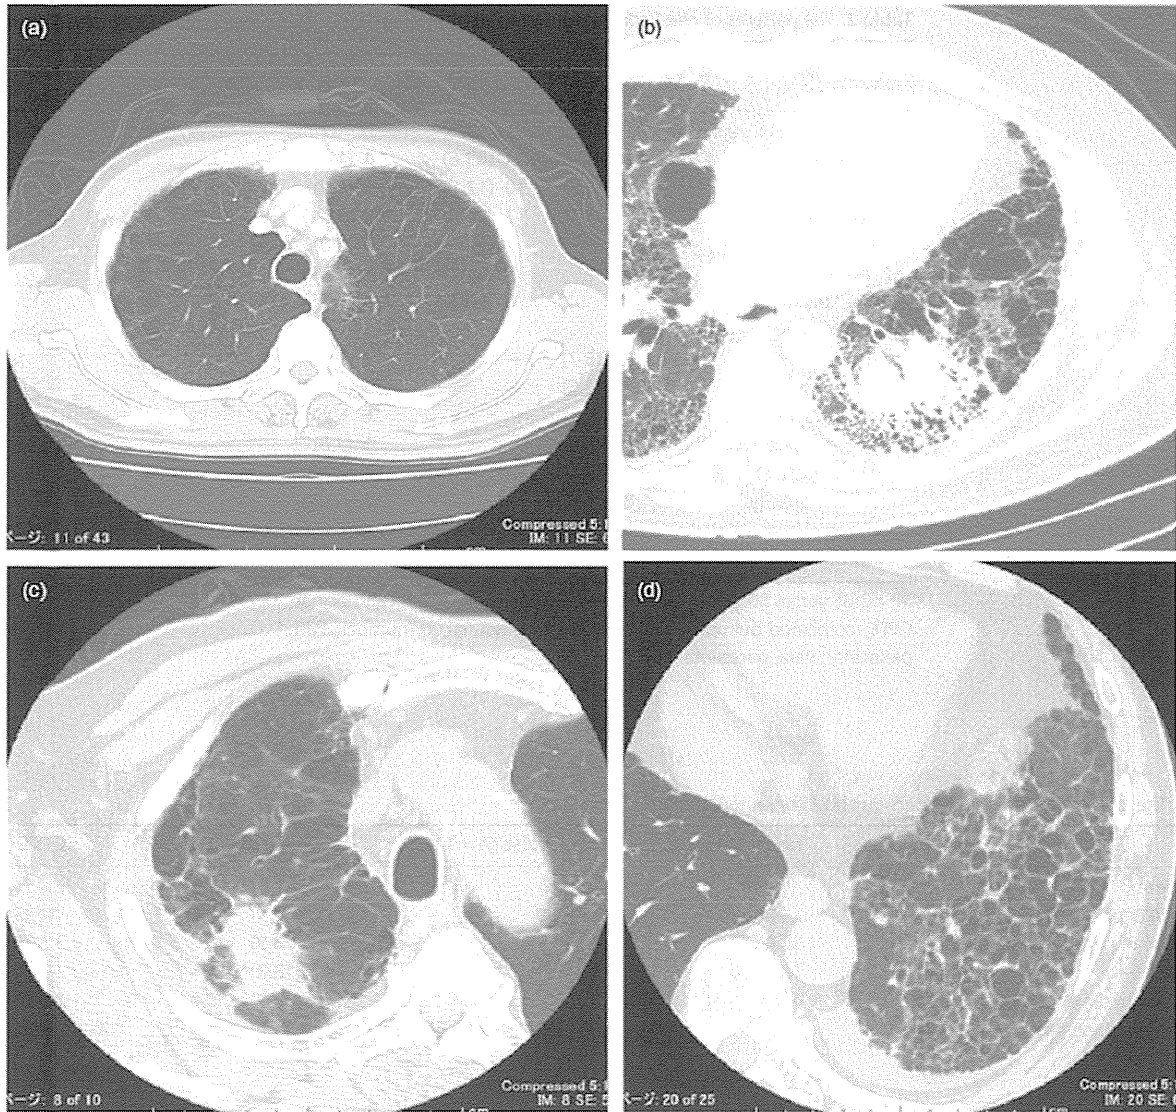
Chest computed tomographic images of a combined pulmonary fibrosis and emphysema (CPFE) patient (a) shows combined paraseptal and centriacinar emphysema in the right upper lobe, and (b) squamous cell carcinoma close to the fibrosis area of the left lower lobe area. Another CPFE patient's images (c) show squamous cell carcinoma close to the paraseptal emphysema in the right upper lobe and (d) thick-walled bulla in the lower lung fields.
